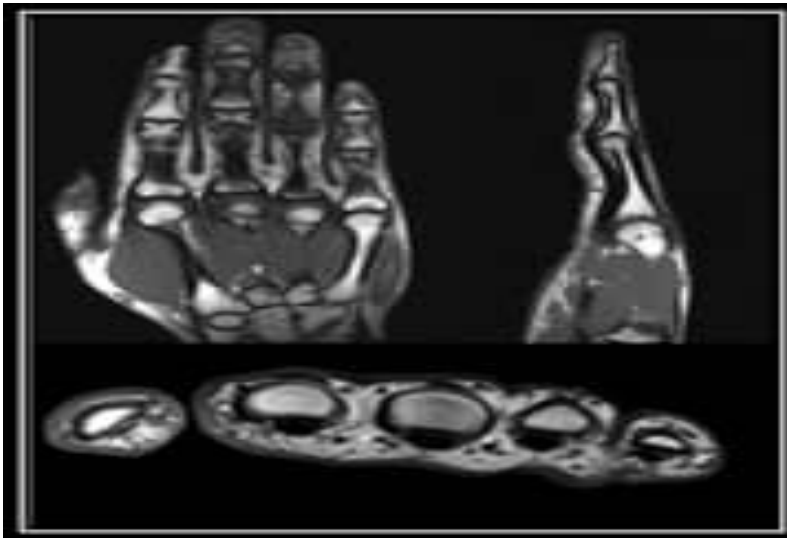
Image IRM de la main
